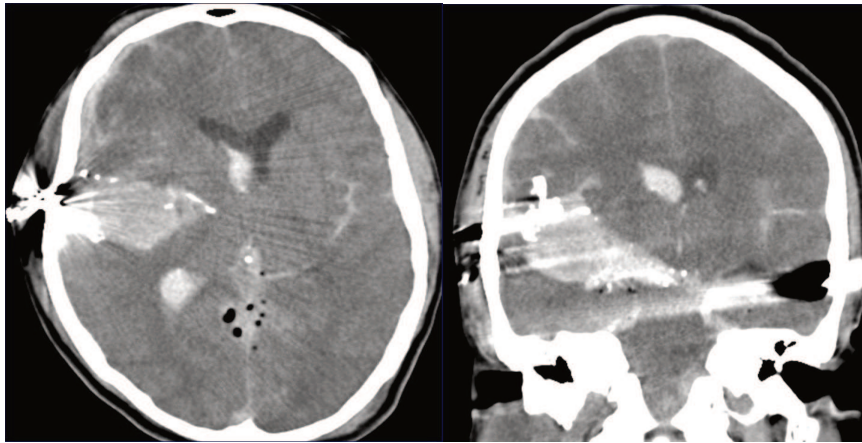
TAC axial y coronal, se observa trayecto bihemisférico con vuelco hemático ventricular con afectación del tronco y neumocéfalo inter hemisférico lo que determina un pronóstico ominoso.
